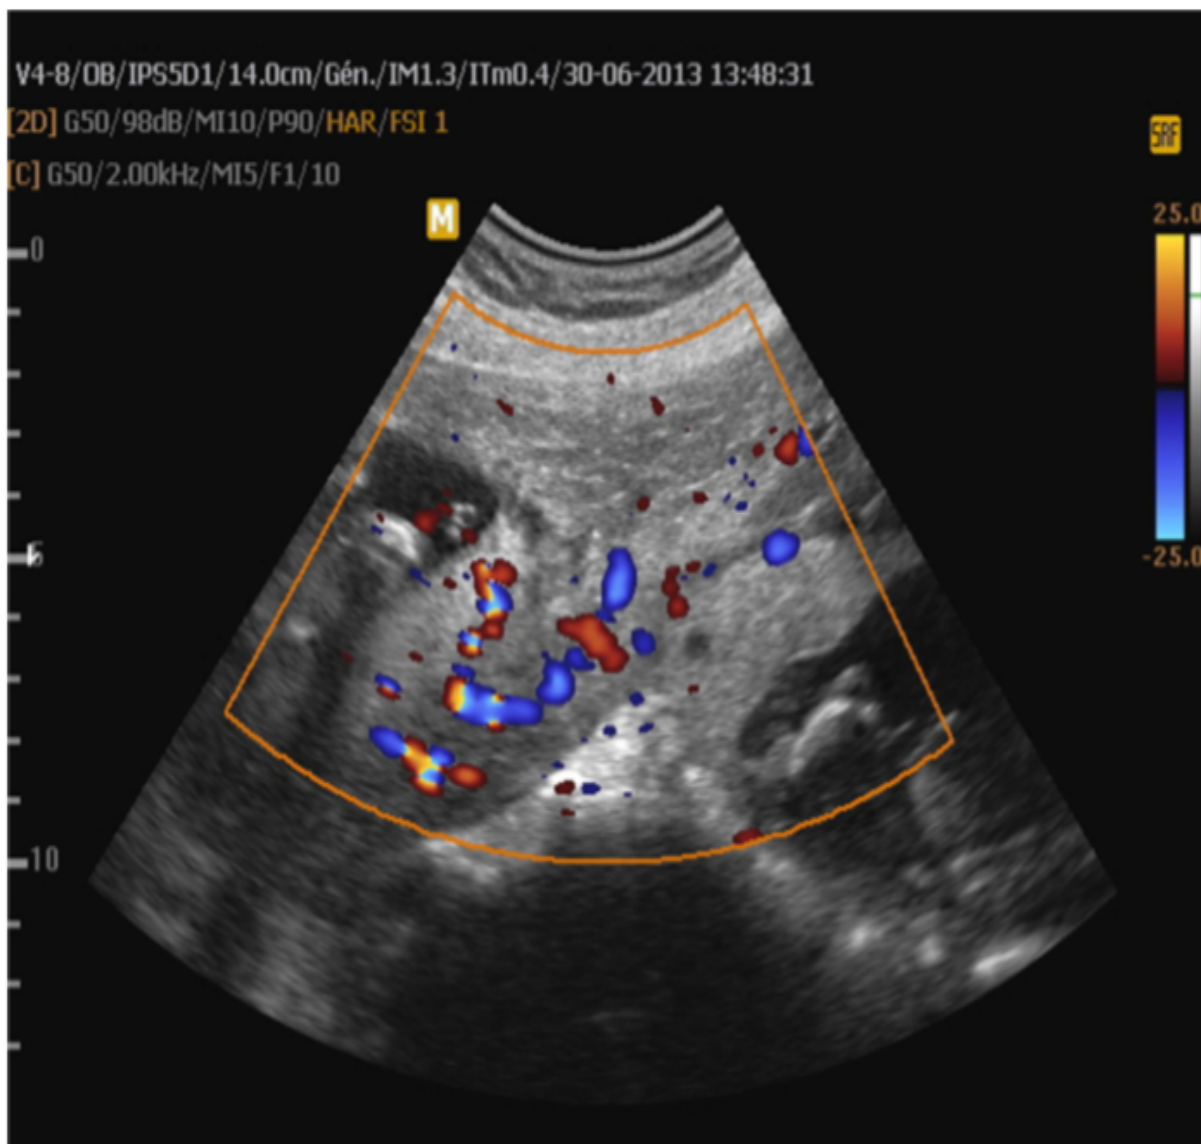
même image que figure 1 avec application du Doppler couleur.
